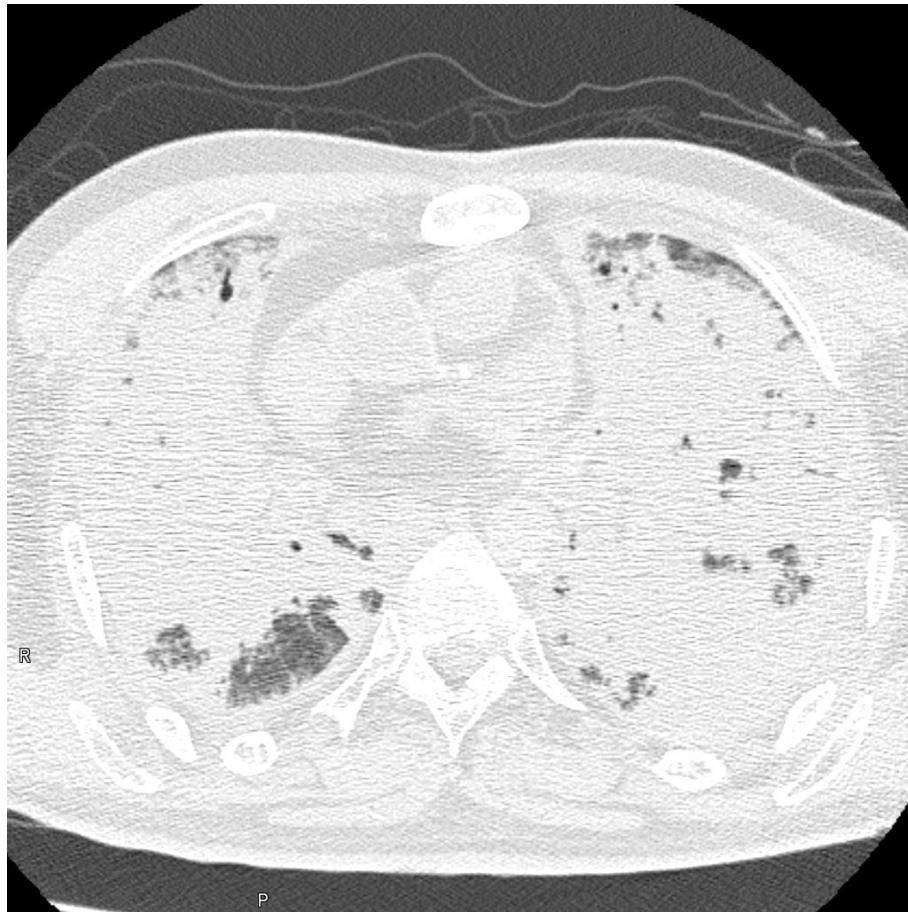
Consolidation 型の溺死肺 CT 画像
